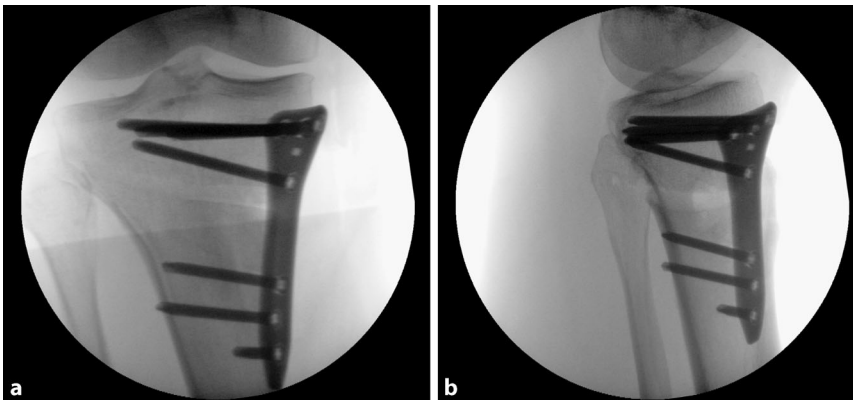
▲ Abschließende Röntgenkontrolle. a A.p.-Ebene. Die zwei distalen Schrauben können monokortikal besetzt werden. In diesem Fall wurde die mittlere Schraube bikortikal besetzt, da die Schraube korrigiert werden musste (Loqteq hto plate, AAP implants, Berlin). b Seitliche Ebene. Man beachte den unveränderten posterioren „Slope“. Der Osteotomiespalt verjüngt sich leicht nach anterior
